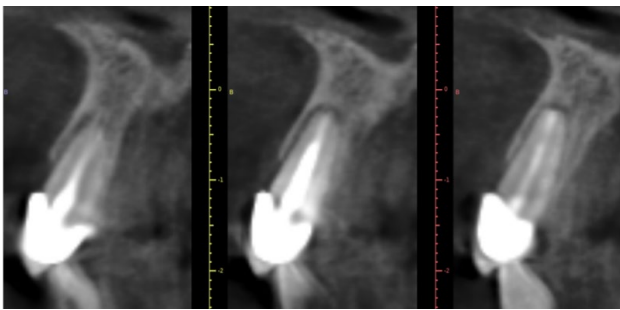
Estudio radiológico preoperatorio mediante tomografía computarizada de haz cónico (CBCT).
